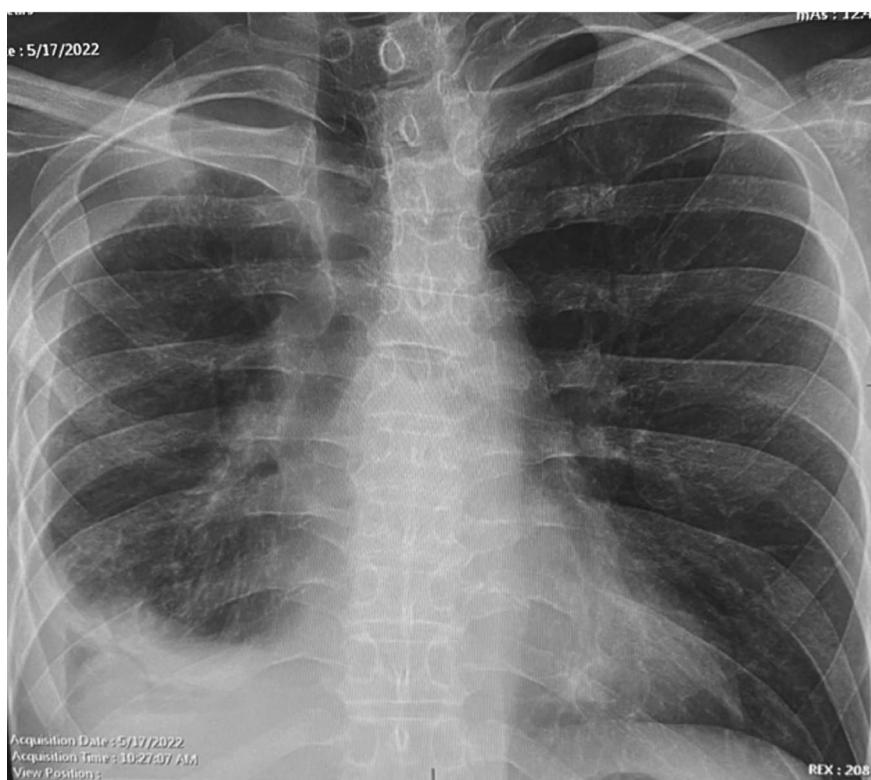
Контрольный рентген ОГК через 4 недели после удаления дренажа из плевральной полости
